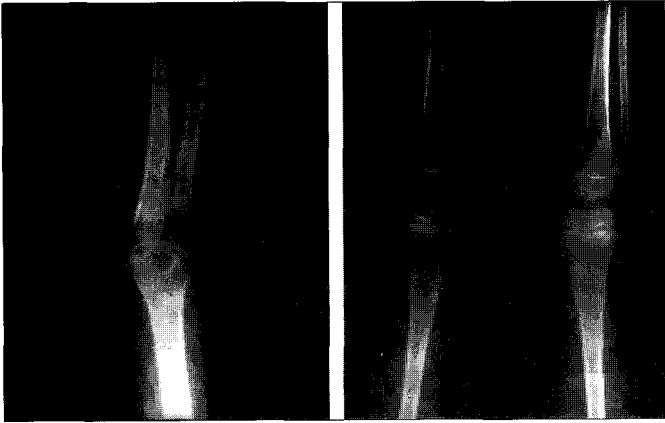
Radiographic view of the patient's arm and legs.
